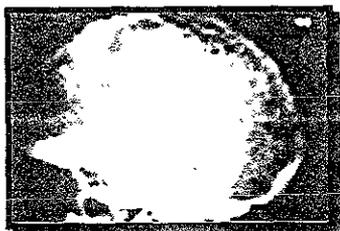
Radiografía lateral de cráneo con enfermedad de Paget
